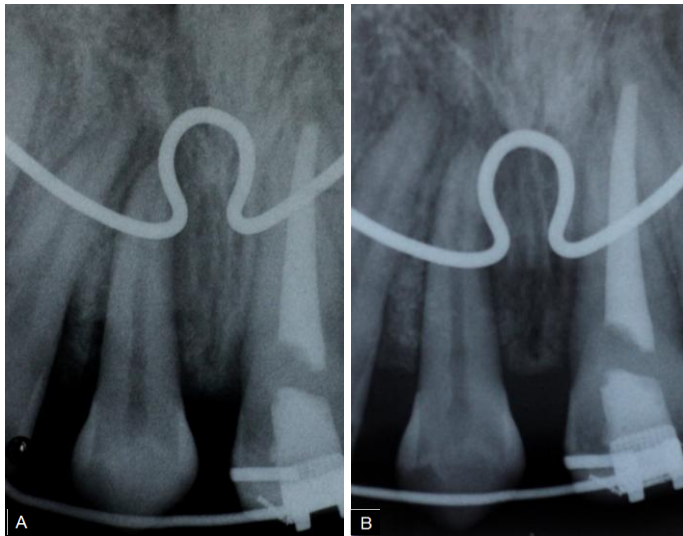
Radiografias periapicais (A) 03/06/14 e (B) 15/07/14 indicando a formação de ligamento periodontal normal e presença de lâmina dura no dente transplantado (B).
